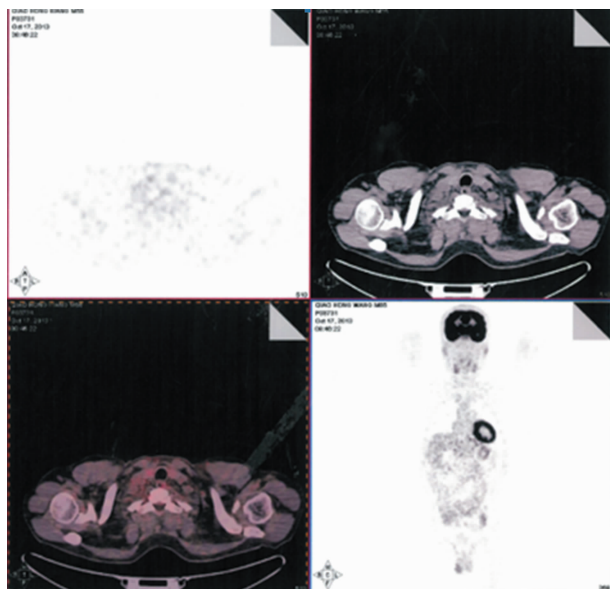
化疗 4 个疗程后 PET-CT 显示原双侧下颈部、右侧锁骨上窝、纵隔(1R 组)高代谢淋巴结基本消失
